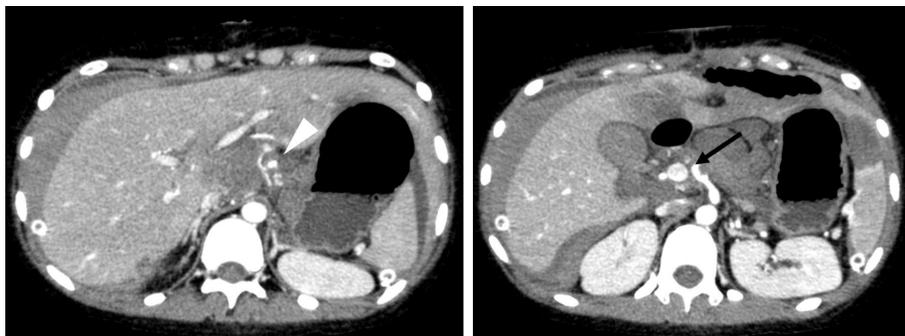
Contrast-enhanced CT 7 days after re-operation : Axial plane. Extravasation (arrowhead) from the left gastric artery and common hepatic aneurysm (arrow) is seen.
